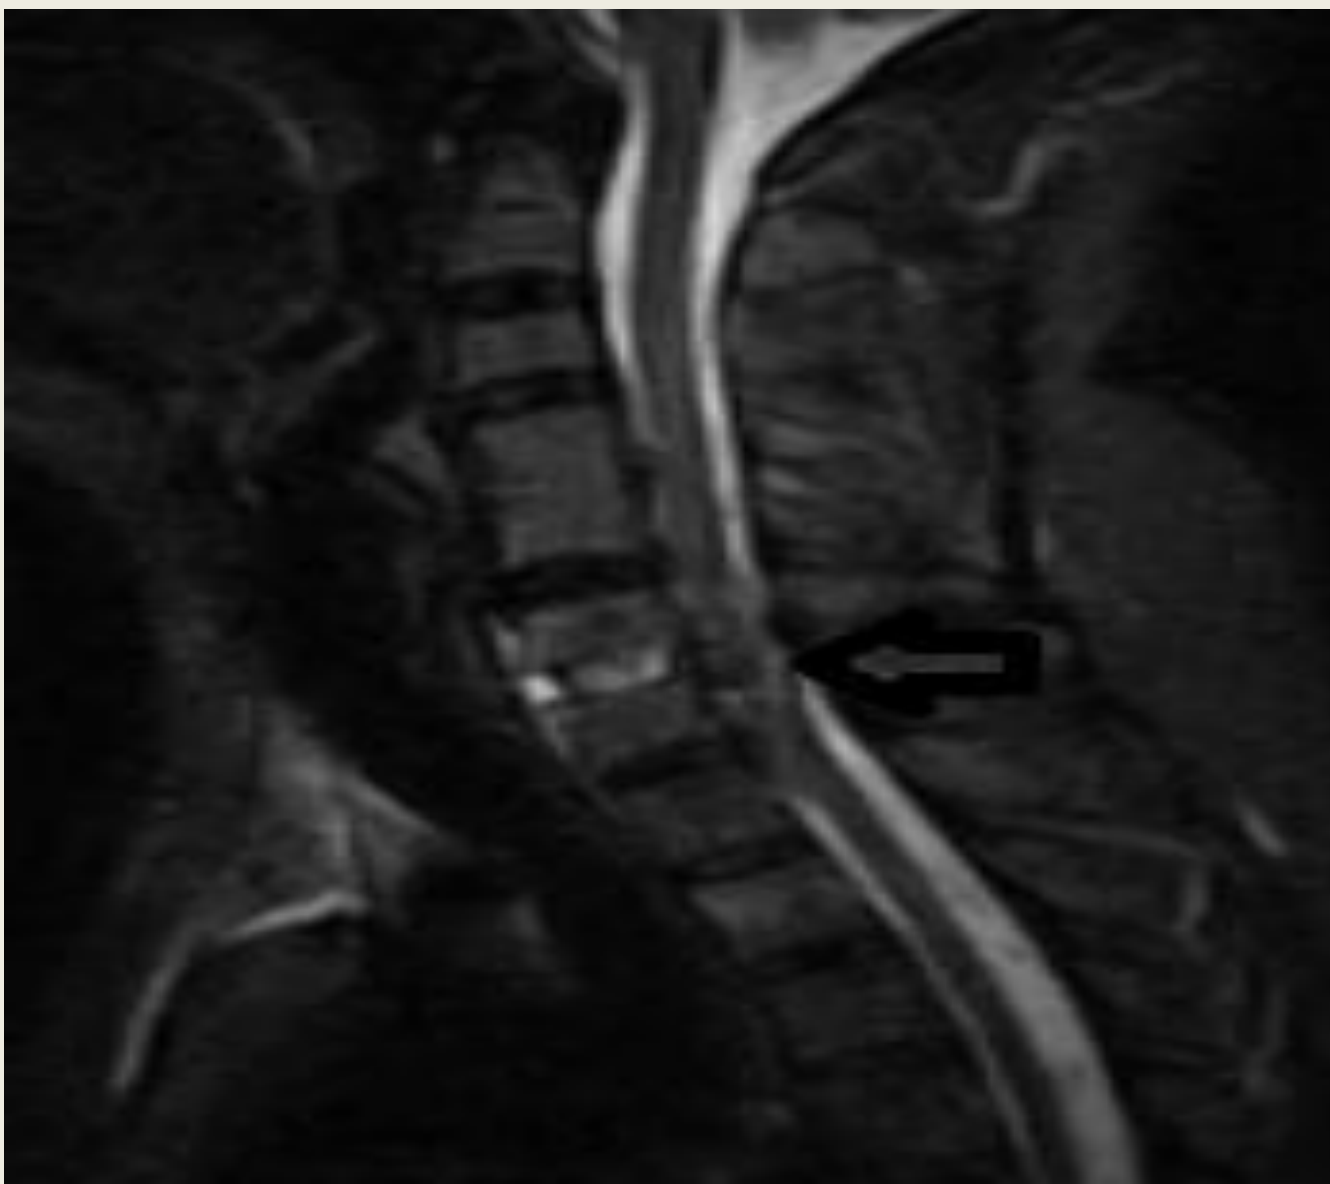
IRM potenciada en T2 donde se observan restos discales y compresión medular a ese nivel.
